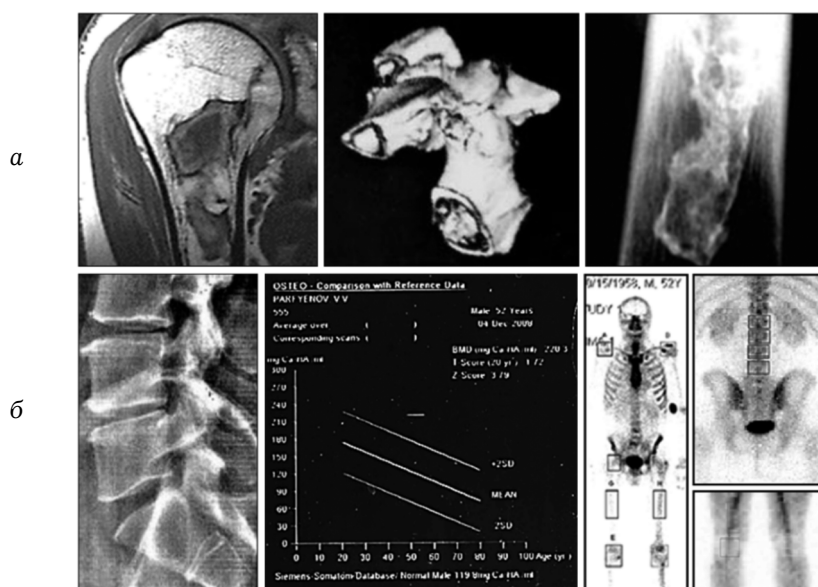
Результаты обследования акванавтов: а – специфические костно-суставные изменения (по данным МРТ, КТ и цифровой рентгенографии); б – дегенеративно-дистрофические процессы в позвоночнике, данные КТ-денситометрии и остеосцинтиграфии (собственные данные)
